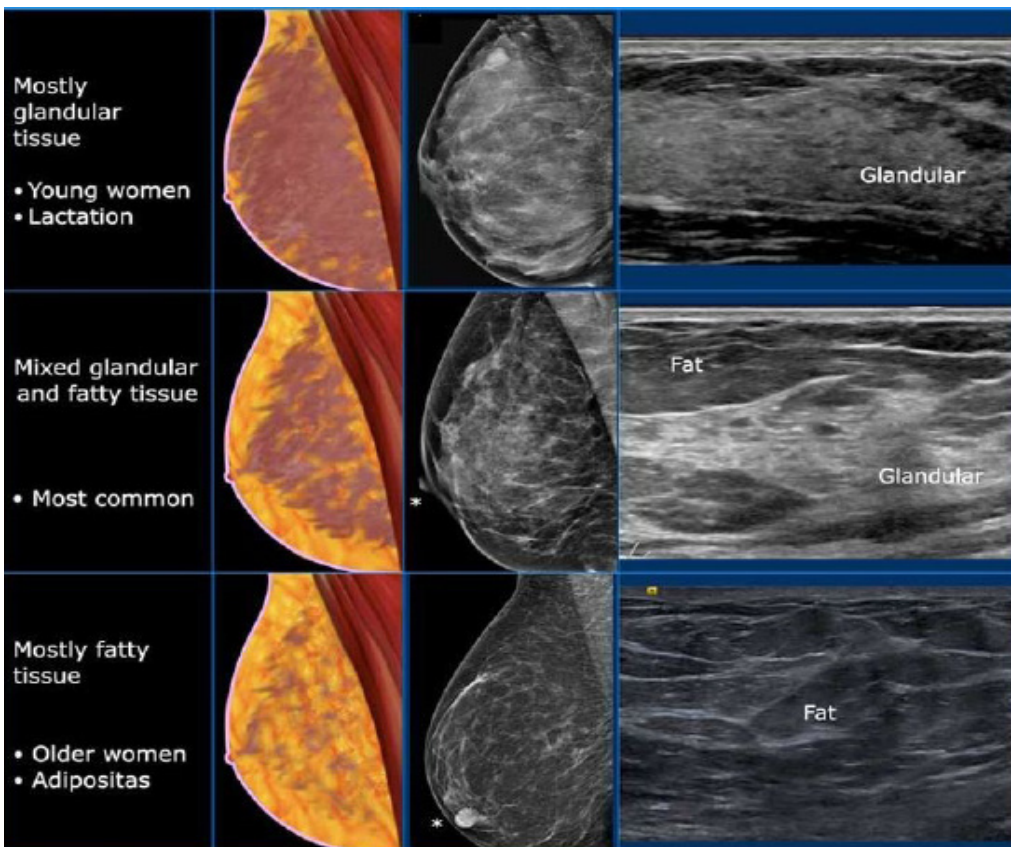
Krahasimi në mes mamografisë dhe ultrazërit (<https://www.pinterest.com/pin/the-radiology-assistant-ultrasound-of-the-breast--268949408989698183/>).
